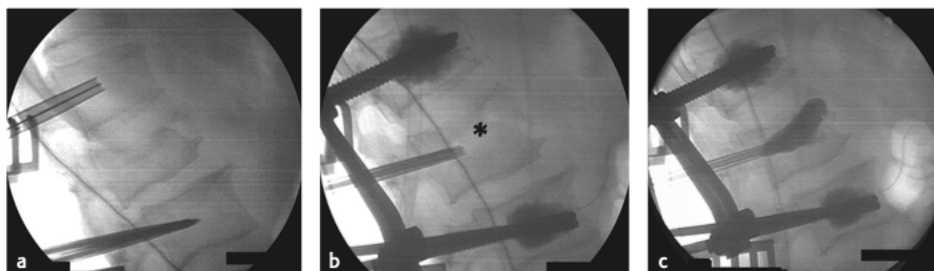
Immagini radiografiche della tecnica combinata viti peduncolari e vertebroplastica. Fonte: (8)*
